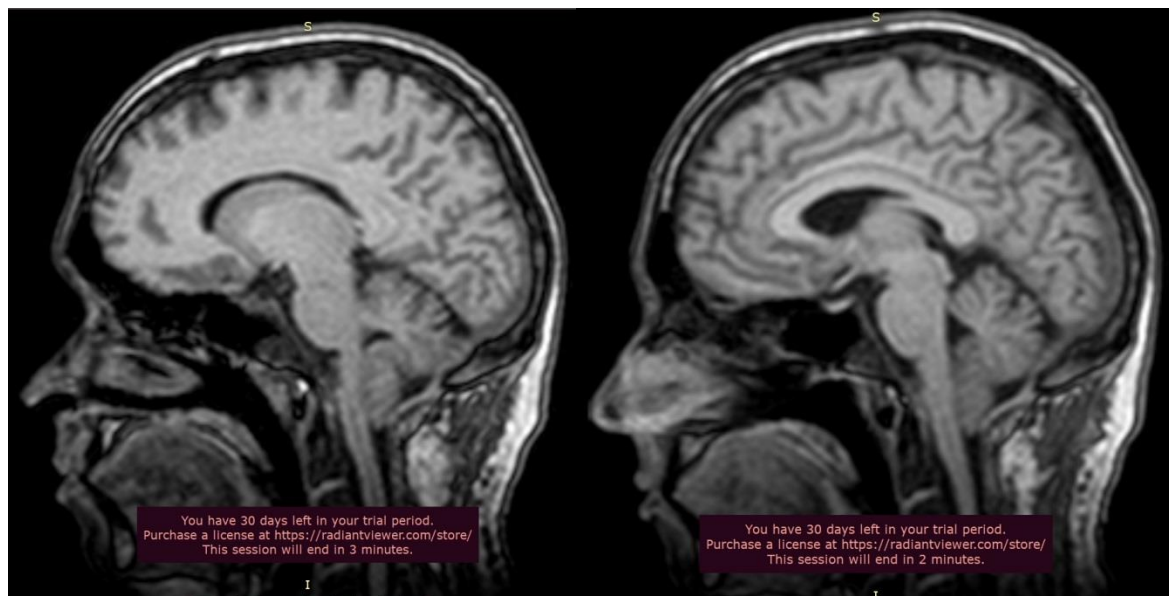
Снимки МРТ головного мозга в саггитальной проекции, Аномалия Арнольда-Киари II типа
